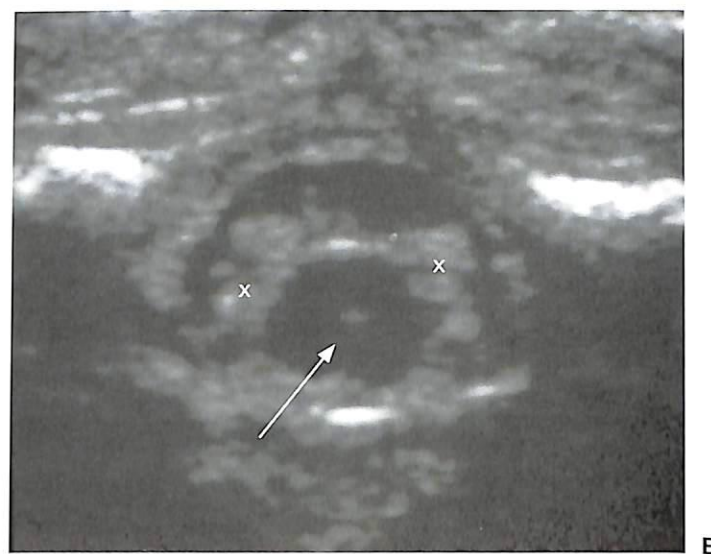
Оценка уровня расположения мозгового конуса. (А) При УЗИ в сагиттальной плоскости видно затенение от 12-го ребра (стрелка). Затенение проецируется на верхний полюс прилежащей почки. (В) На изображении в сагиттальной плоскости
